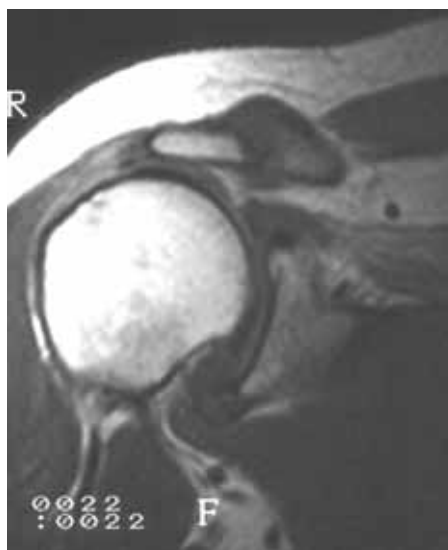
Imagen RMN preoperatoria
